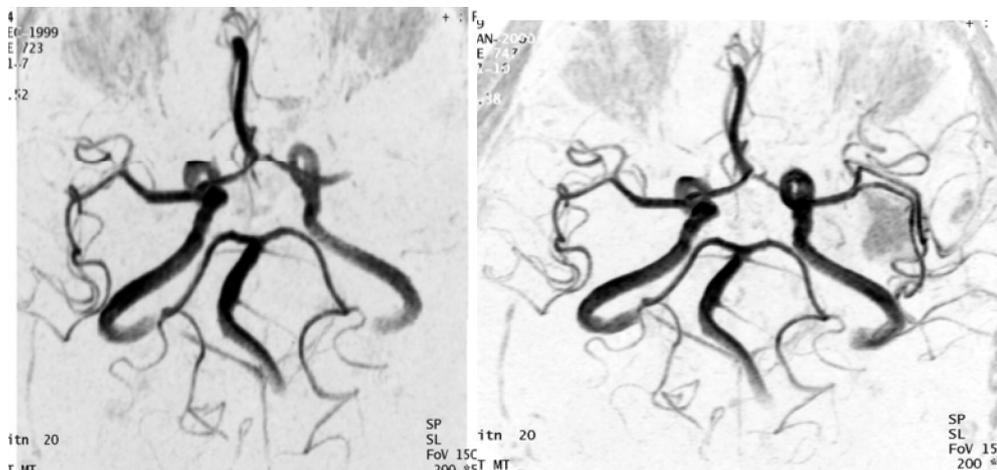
Beispiel einer MRT-Bildgebung zur Darstellung der basalen Hirnarterien bei einem Patienten mit akutem embolischem Verschluss der Arteria cerebri media links (linke Bildhälfte) und nach erfolgreicher systemischer Lyse mit rtPA (Bild rechts). (Bildmaterial aus der Radiologischen Klinik der Heinrich Heine Universität- Leiter Prof. Dr. Mödder)
